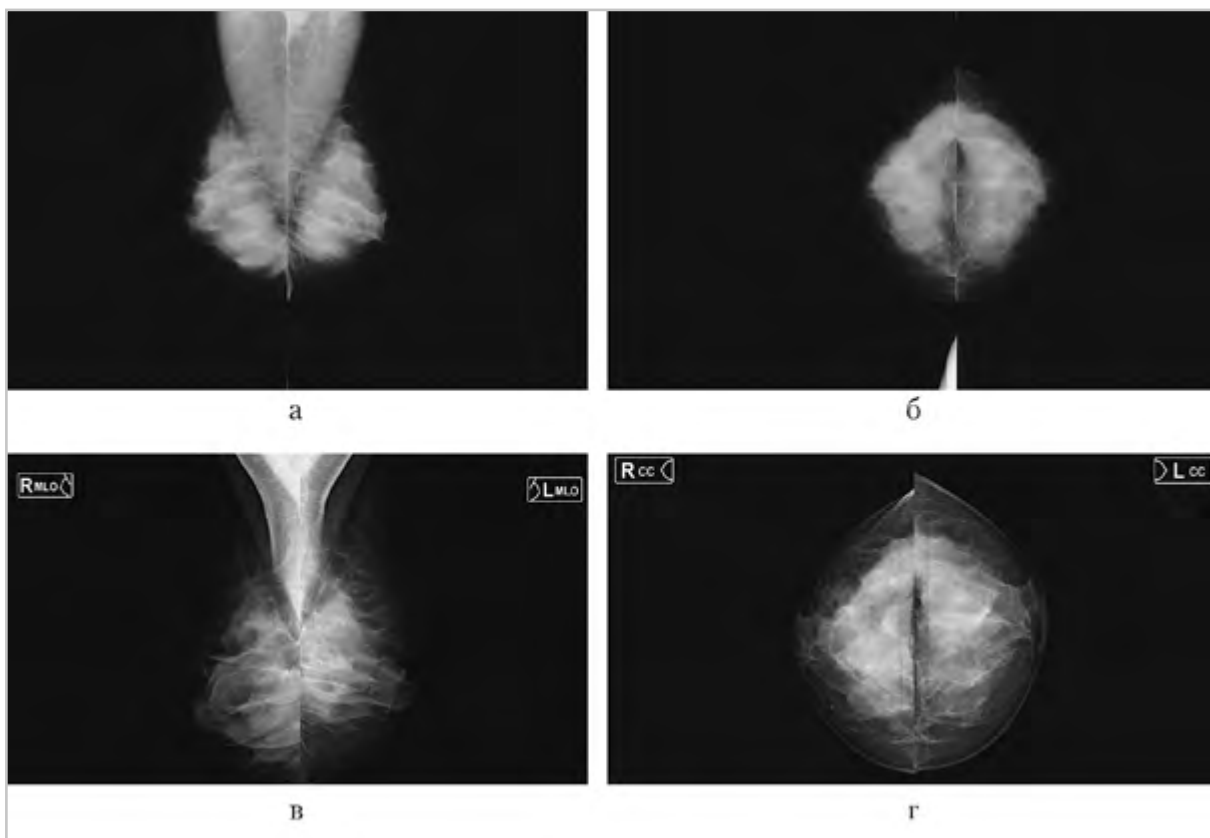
Обзорные маммограммы обеих молочных желез в стандартных проекциях в динамике: а, б — обзорная маммография в 2019 г.; в, г — обзорная маммография в 2015 г.: в молочных железах определяется С тип рентгенологической плотности ткани молочных желез, не изменяющийся в динамике, визуализируются рассеянные точечные кальцинаты; данных о наличии узловой патологии не получено
